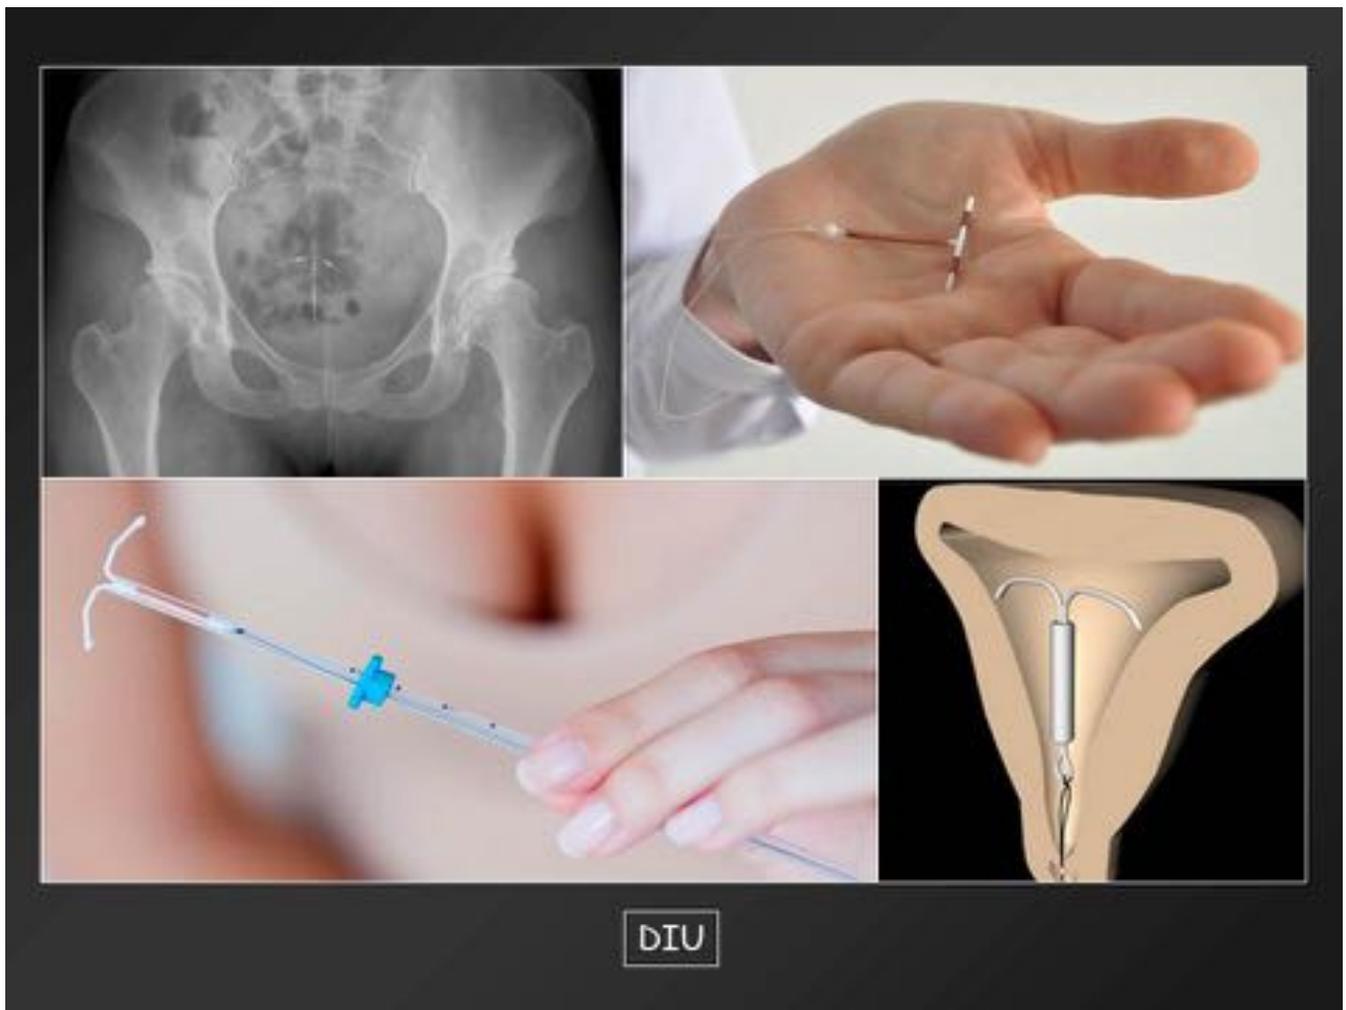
Dispositivo contraceptivo tipo DIU (dispositivos RM compatibles)
